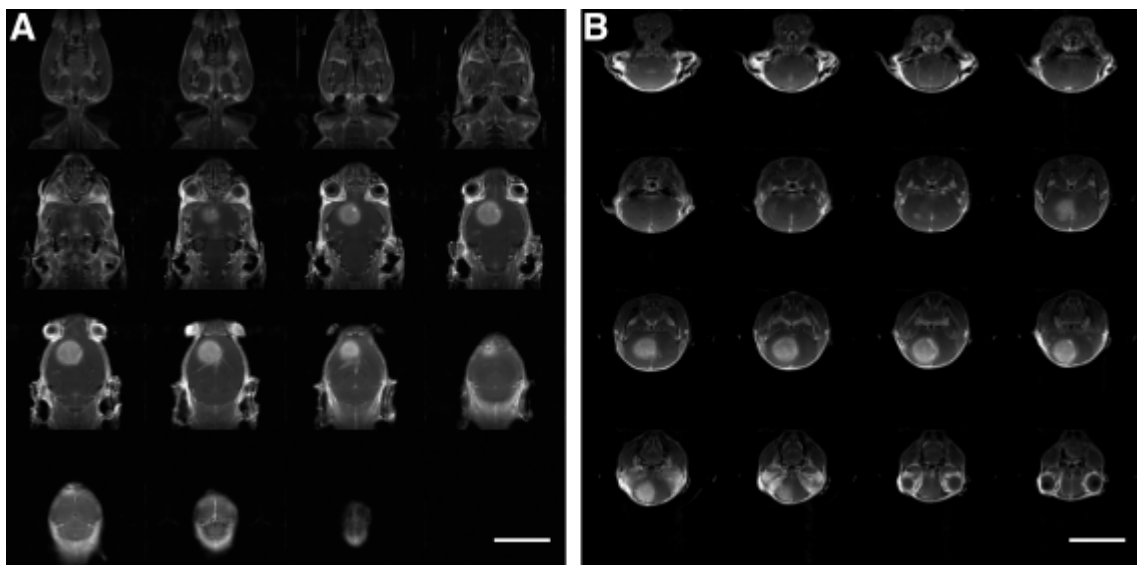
Darstellung exemplarischer MRT-Schichtaufnahmen. Gezeigt ist eine koronare (A) und transversale (B) Sequenz mit Kontrastmittelanreicherung eines Tumors. Weißer Strich entspricht 10 mm. Quelle: Eigene Darstellung (2023).
